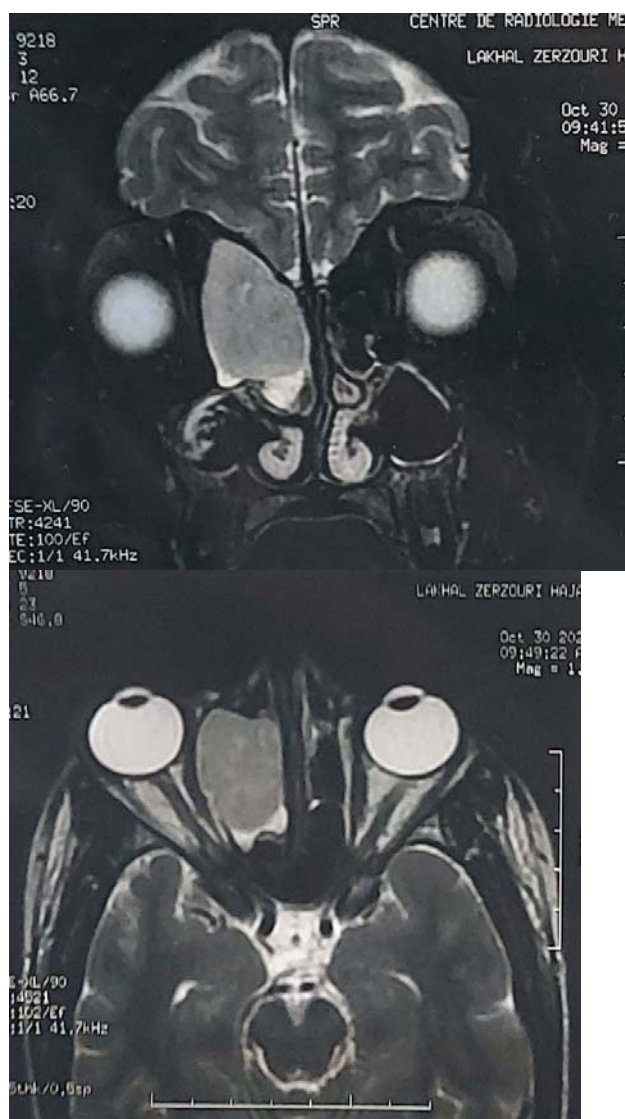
IRM faciale en coupe (A) coronale (B) axiale T2 : mucocèle éthmoïdo-frontale droit responsable d'une lyse et refoulement de la paroi
